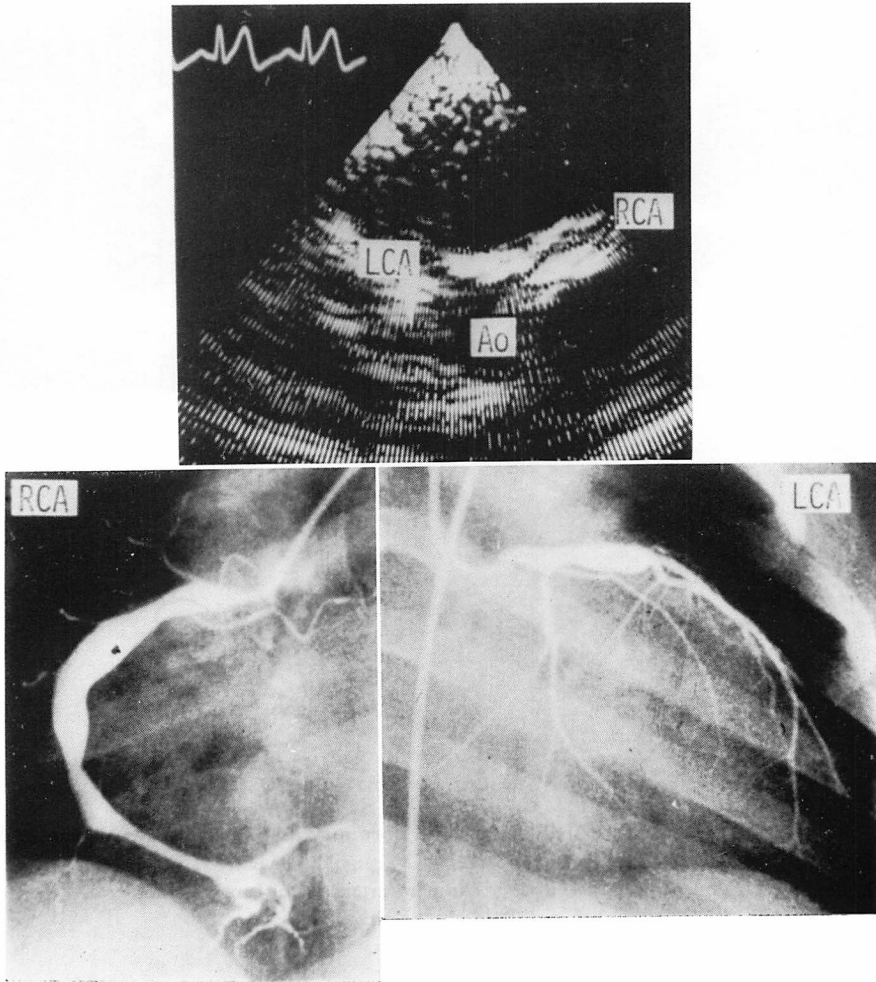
Two-dimensional echocardiogram and coronary angiograms from a case of MCLS with aneurysms in the left and right coronary arteries (4-year-old male).
